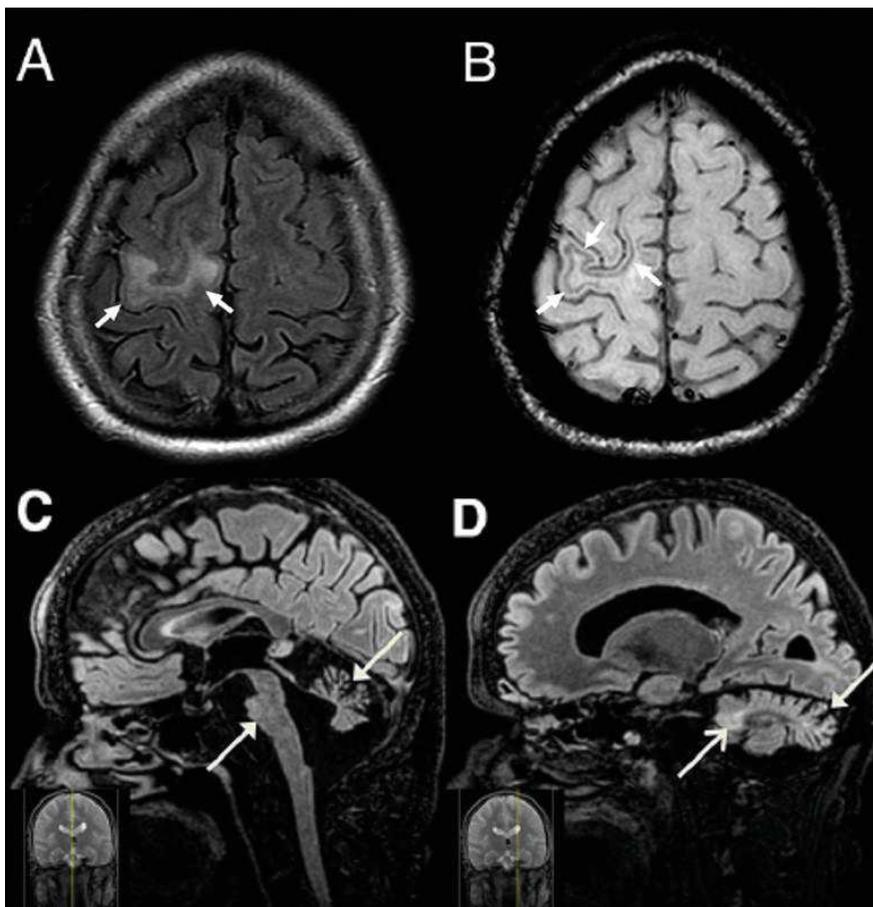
Lésions évocatrices de LEMP avec une atteinte de la substance blanche (A. hypersignal FLAIR du gyrus précentral droit et B. hyposignal SWI des fibres en U) et des cellules granuleuses du cervelet (C. atrophie pontique et du vermis cérébelleux et D. hypersignal FLAIR du pédoncule cérébelleux moyen et atrophie de l'hémisphère latéral du cervelet) d'après Hodel et al. et Wijburg et al.
